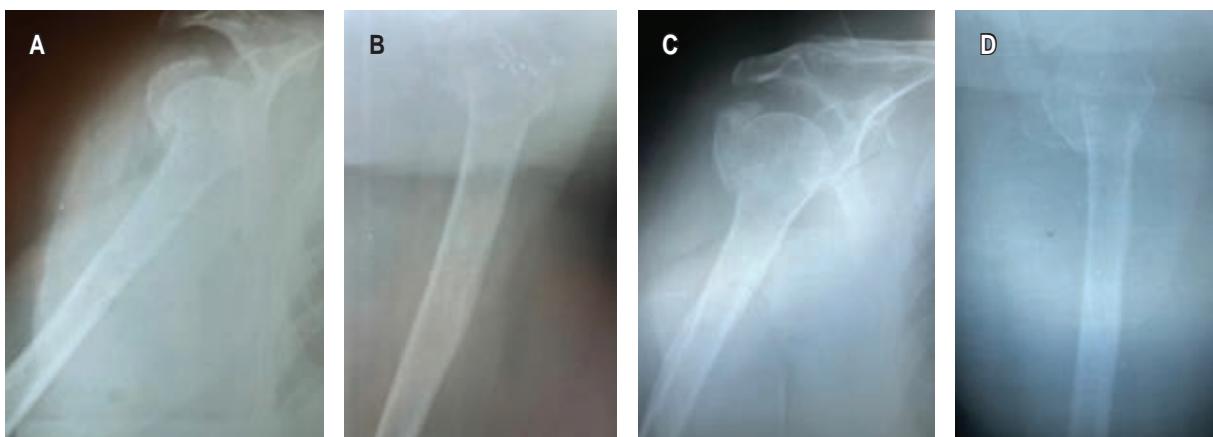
Femenino de 58 años con fractura de húmero proximal derecho Neer II radiografías al ingreso por urgencias y a las 12 semanas de evolución, consolidación ósea GIV Montoya. A) Radiografía anteroposterior de hombro derecho al ingreso. B) Radiografía axilar en Y hombro derecho al ingreso. C) Radiografía anteroposterior de hombro derecho a las 12 semanas. D) Radiografía axilar en Y hombro derecho a las 12 semanas.
